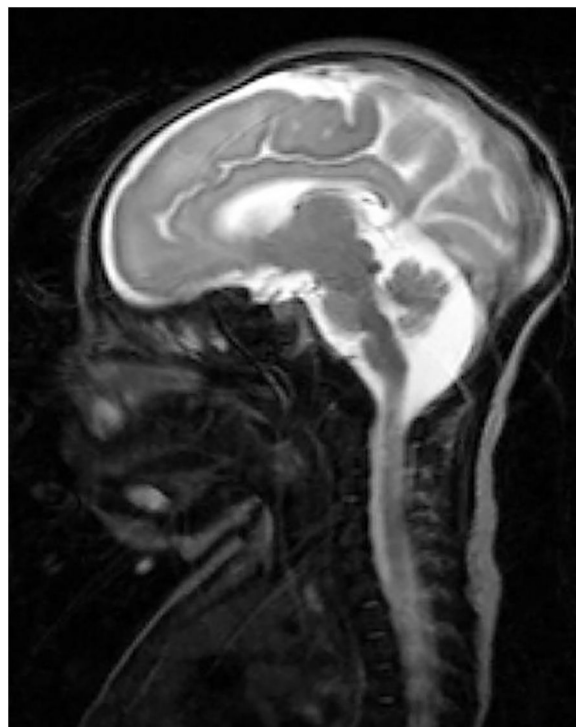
Resonancia magnética en la que se observa la LCH.
